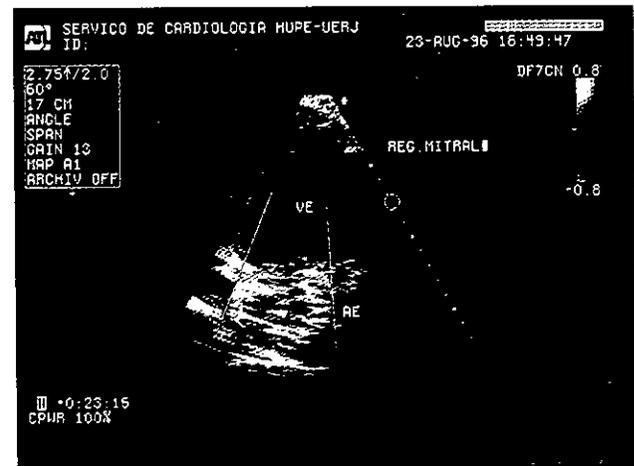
Insuficiência mitral grave, com o jato de refluxo ocupando toda a cavidade do átrio esquerdo, ao color Doppler.
